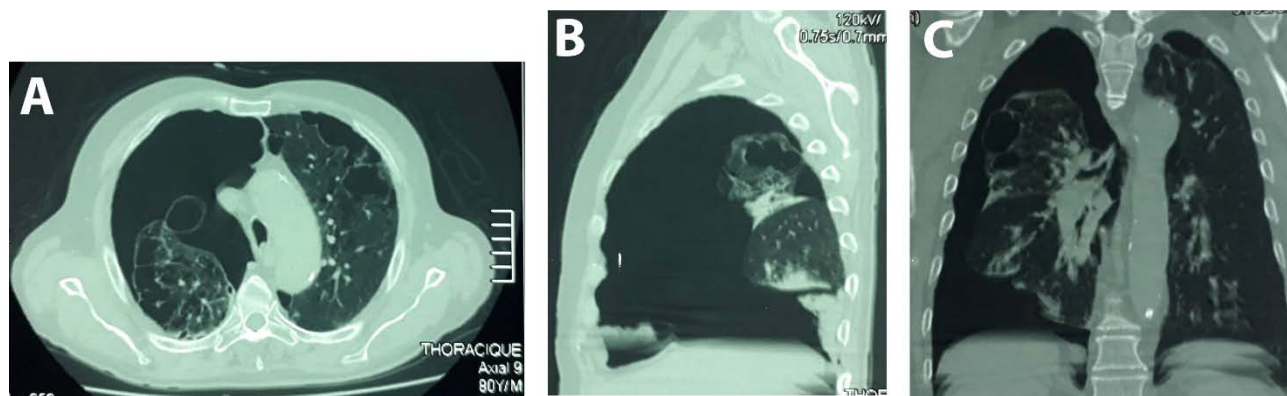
Figure 9TDM thoracique:PNO droit cloisonné de grande abondance avec emphysème
